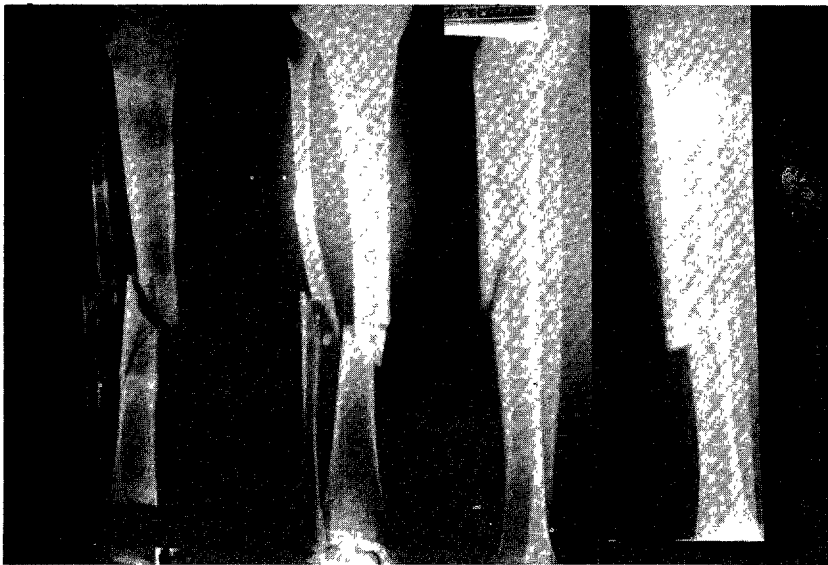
From the left side, radiographs showing valgus, varus, extension, and flexion types.
